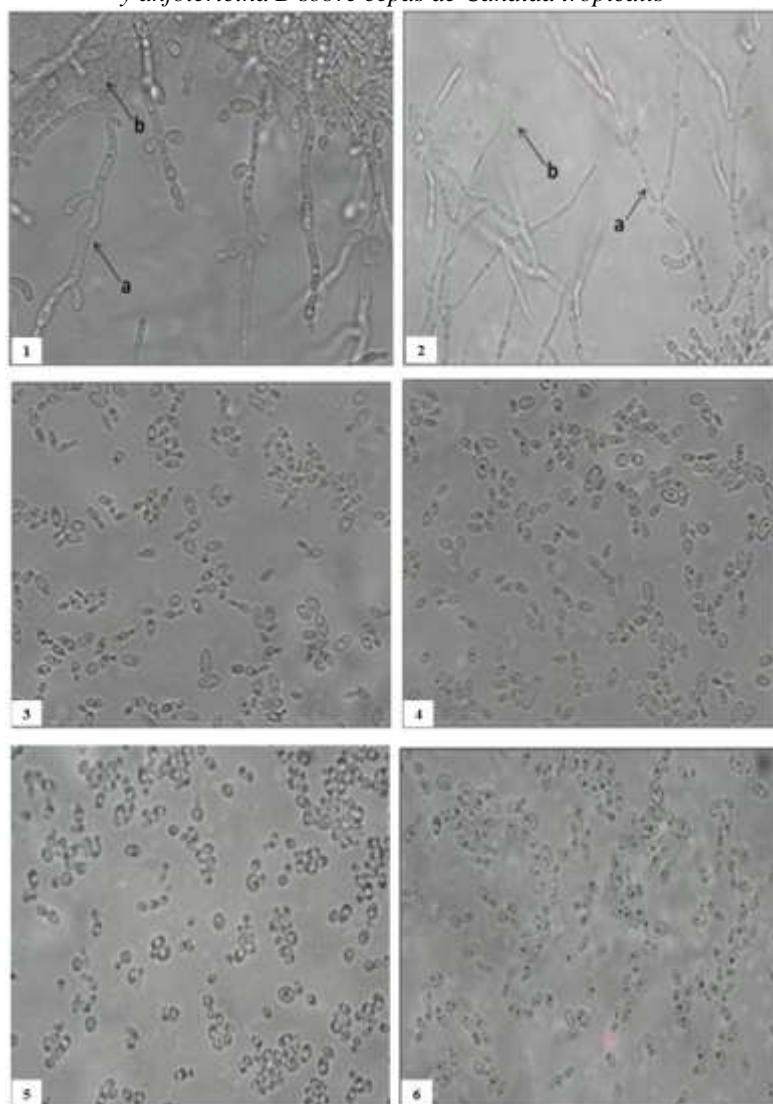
Aspecto microscópico de la *C. tropicalis* cepa CT 01, utilizando la técnica de microcultivo. 1, 2: control; 3: expuesto a anfotericina B – CIM; 4: expuesto a anfotericina B – CIMx2; 5: expuesto al AE de *E. caryophyllata* – CIM; 6: expuesto al AE de *E. caryophyllata* – CIMx2. a: pseudohifas; b: blastoconidios. Aumento de 400x.
